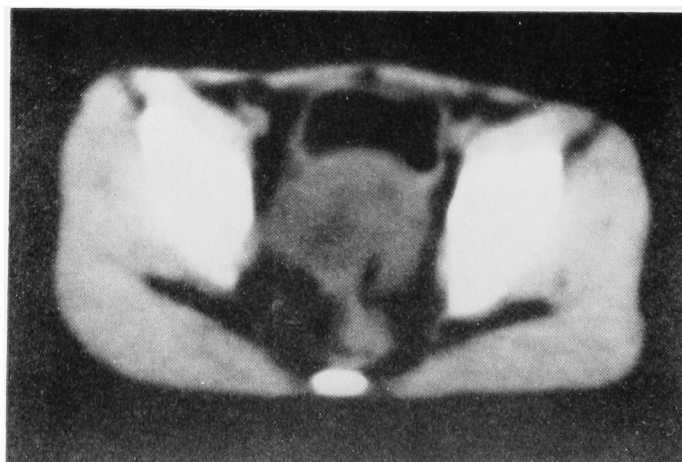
CT after PVB therapy
